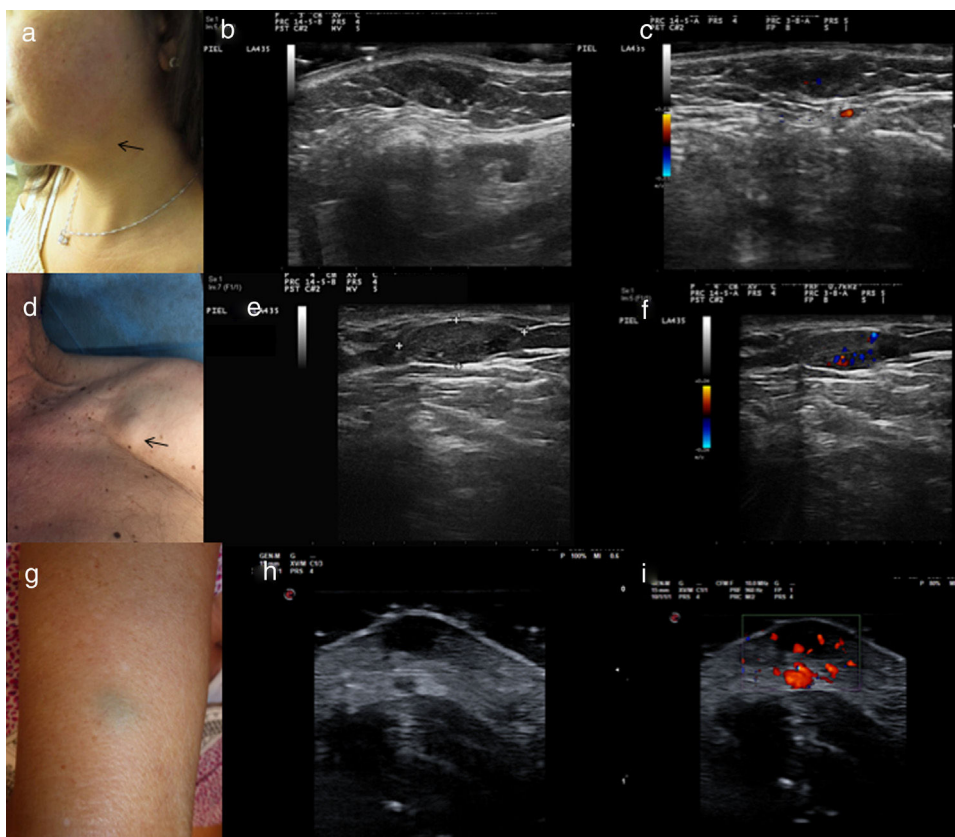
a) Caso 1: presentación clínica en forma de nódulo subcutáneo de 10 mm diámetro con superficie azulada, localizado en la región mandibular izquierda. b) Examen ecográfico en modo B. Lesión hipoeoica bien definida, homogénea localizada en dermis con puntos hiperecoicos sin sombra acústica posterior. c) Examen ecográfico modo Doppler color. Mínimas áreas vasculares localizadas en el interior de la lesión. d) Caso 2: presentación clínica en forma de masa subcutánea de 20 mm de diámetro, sin alteraciones epidérmicas, localizada en región pectoral derecha. e) Examen ecográfico modo Doppler color. Lesión hipoeoica, homogénea, bien delimitada, localizada en tejido celular subcutáneo. f) Examen ecográfico modo Doppler color. Vascularización moderada en el interior de la lesión. g) Caso 3: presentación clínica. Lesión subcutánea de 1 cm de diámetro con la epidermis suprayacente ligeramente verde-azulada. h) Examen ecográfico en modo B. Lesión hipoeoica localizada en dermis, bien delimitada. i) Examen ecográfico modo Doppler color. Vascularización intralesional y perilesional prominente.
